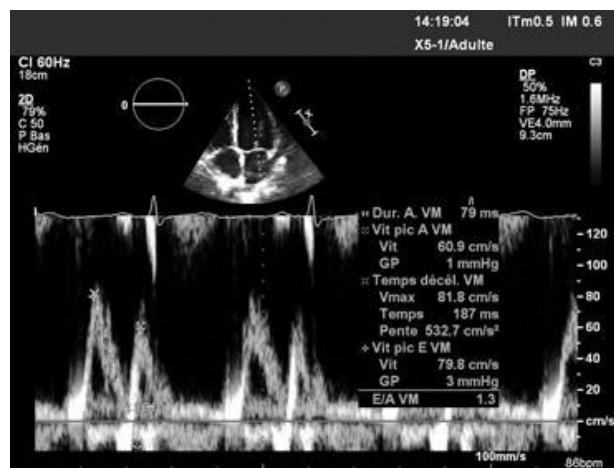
Doppler pulsé trans-mitral(167)
